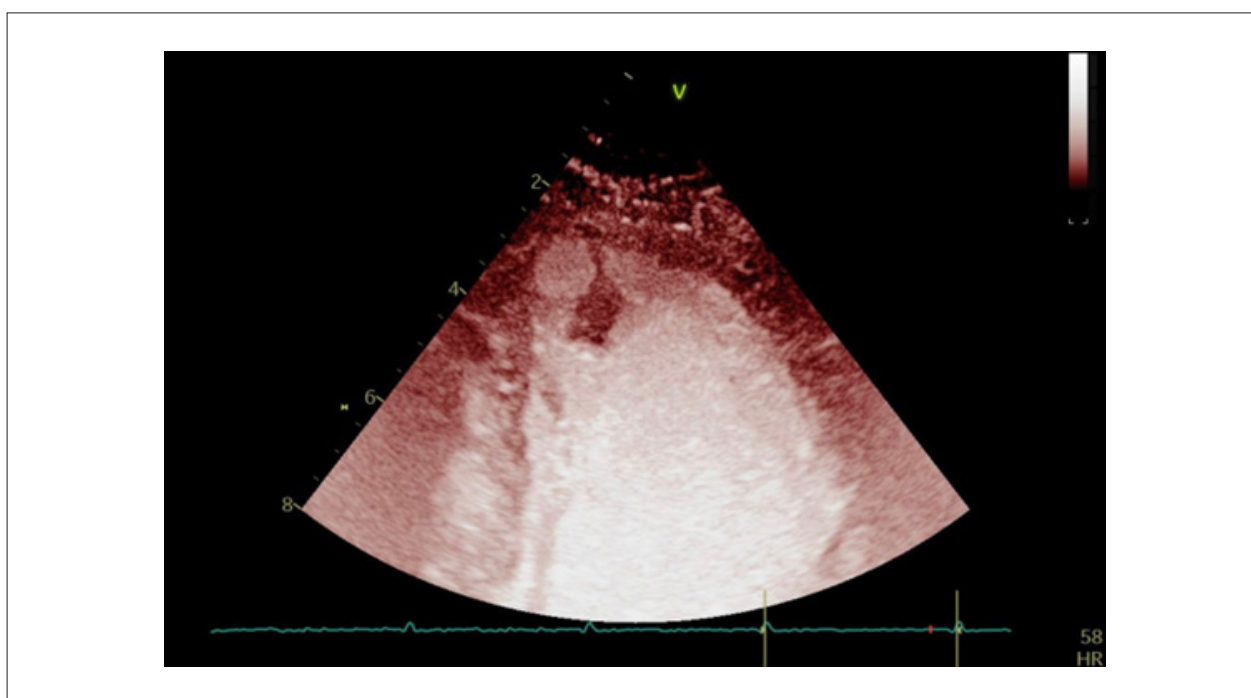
Ecocardiograma com contraste, que evidenciou a presença de um tumor no ápice do ventrículo esquerdo, com características de benignidade, sugestivo de fibroelastoma papilar.
